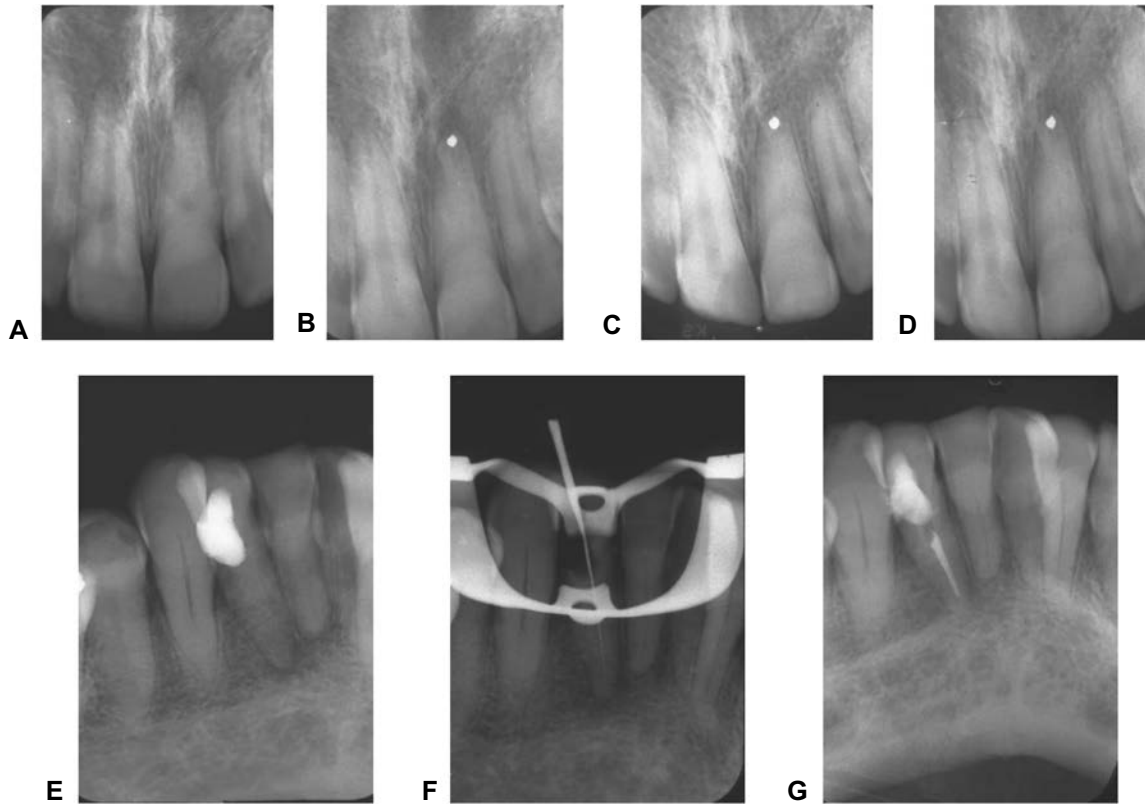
Piezas con conductos que se observan radiográficamente calcificados. (A) Radiografía inicial de incisivo central superior con lesión periapical y conducto calcificado. (B) Obturación retrógrada con amalgama de plata. (C y D) Reparación periapical. (E) Incisivo inferior con conducto aparentemente calcificado. (F) Penetración del instrumento en el conducto radicular. (G) Conducto radicular obturado endodóncicamente.
